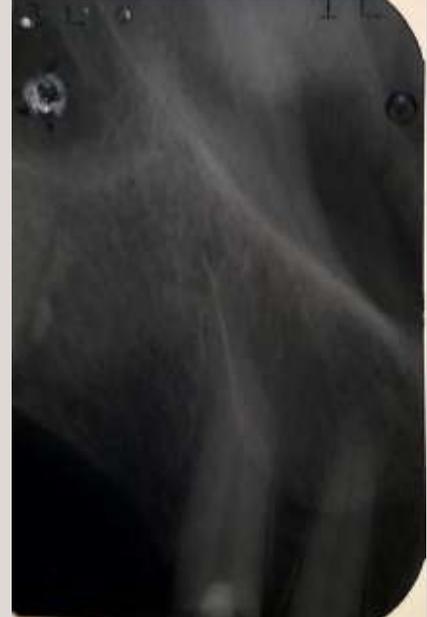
Radiografía periapical, revela la presencia del tratamiento de conducto con sobreobturación apical.
